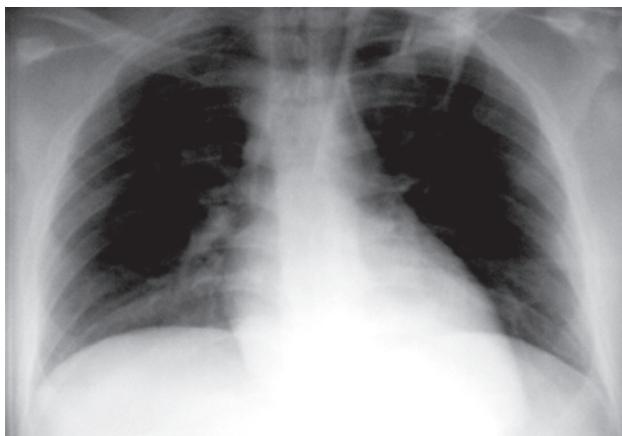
Radiografía de tórax de control. Regresión de la cardiomelia y disminución de la congestión pulmonar.
